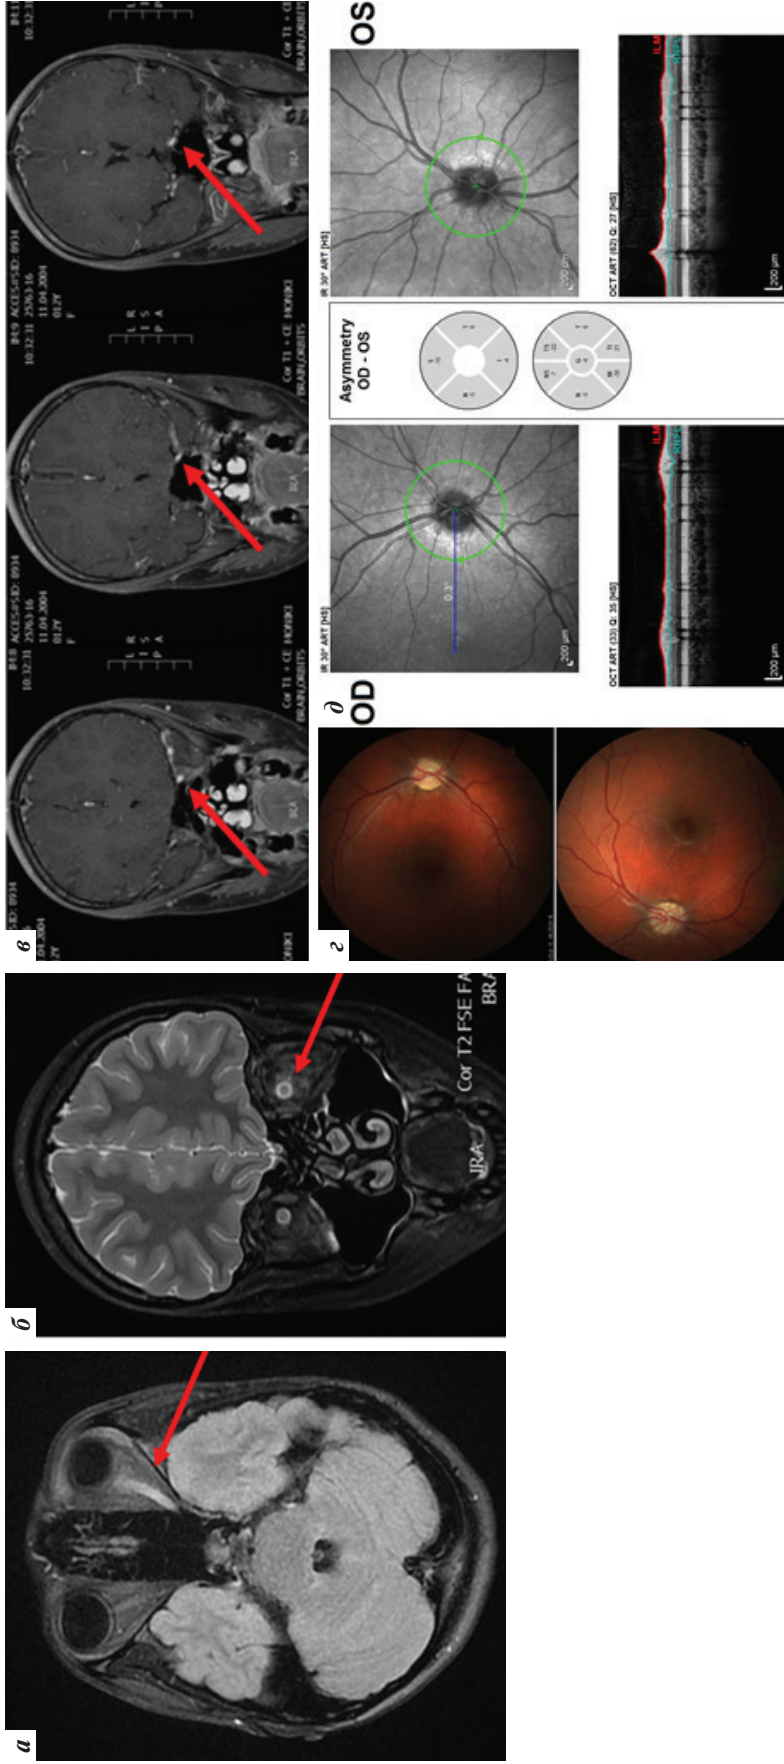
Пациентка О., 16 лет. Магнитно-резонансная томография (МРТ) головного мозга: а — аксиальный срез, режим FLAIR; б — корональный срез, режим T2 с подавлением сигнала от жира; в — корональный срез, режим T1 с контрастированием гадолинием. Снимок глазного дна (г), оптическая когерентная томография (д). У пациентки в 11 лет был эпизод нарушения зрения в виде вспышек перед левым глазом и расходящегося косоглазия на левый глаз. Неврологической анамнез пациентки был осложнен перенесенным серозным менингитом в 5 лет. Семейный анамнез у дедушки был диагностирован рассеянный склероз. Затем, в 12 лет, пациентка перенесла повторную клиническую атаку с теми же симптомами, при этом левый глаз был болезненным при пальпации. Во время МРТ головного мозга на аксиальном срезе в режиме FLAIR был выявлен гиперинтенсивный сигнал на всем протяжении левого зрительного нерва, а также повышенные МР-сигналы в его центральной части на корональном срезе в T2-режиме с подавлением сигнала от жира (а, б). У этой же пациентки при МРТ на корональном срезе в T1-режиме с контрастированием гадолинием отмечалось накопление контрастного вещества пораженным нервом (в). На снимках глазного дна (г) и по данным оптической когерентной томографии (д) были выявлены признаки двусторонней атрофии зрительных нервов. Анализ на антитела к акварину 4 оказался положительным. В динамике клинического наблюдения к оптической нейропатии, которая стала двусторонней, присоединился клинико-томографический симптомокомплекс продольного обширного миелинома шейного отдела спинного мозга, а затем миелинома Th2. Также появились очаги в белом веществе темных долей. Пациентке, помимо терапии глюкокортикостероидами и иммуноглобулином человеческого нормального с положительным эффектом, было проведено лечение ритуксимабом, которое не показало достаточной эффективности, прекращение активности заболевания было достигнуто лишь введением митоксантрона с переходом на азатиоприн. Была достигнута полная клиническая ремиссия со сроком катамнестического наблюдения более 3 лет
